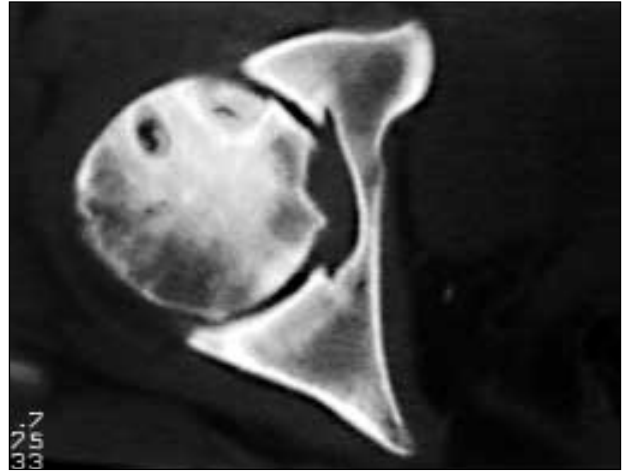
TC de articulación de cadera donde se observa la presencia de signos sugestivos de necrosis avascular de cabeza de fémur.
